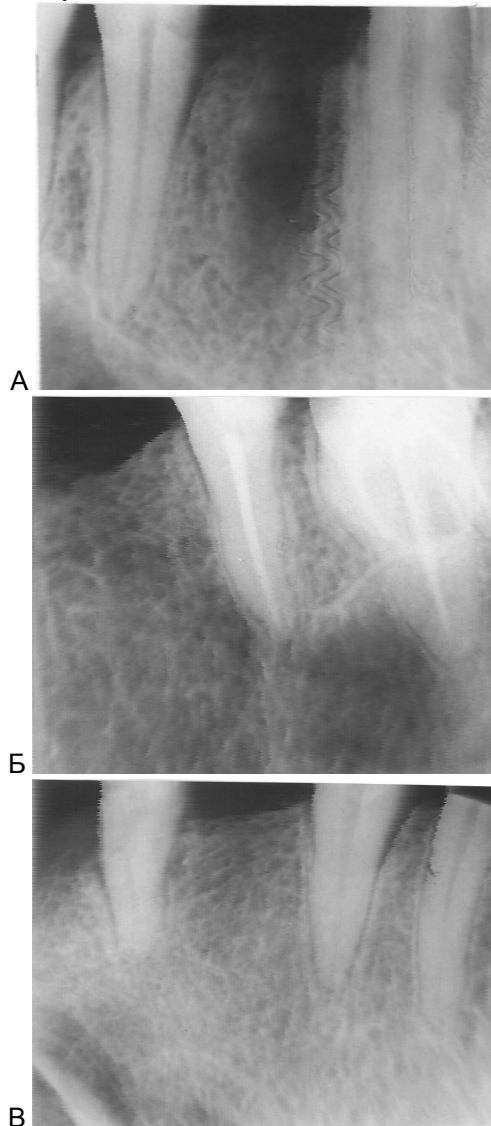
Рентгенограммы альвеолярной части тела нижней челюсти.
